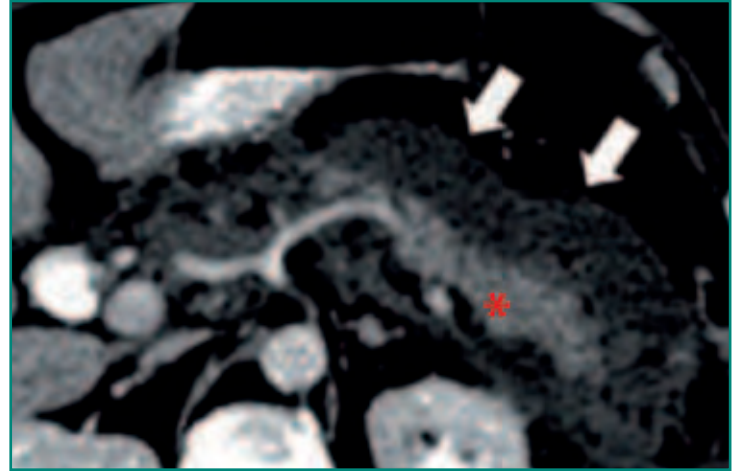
TC que demuestra un páncreas engrosado que realza (asterisco); sin embargo, existen signos de necrosis de la grasa peripancreática (flechas blancas).
